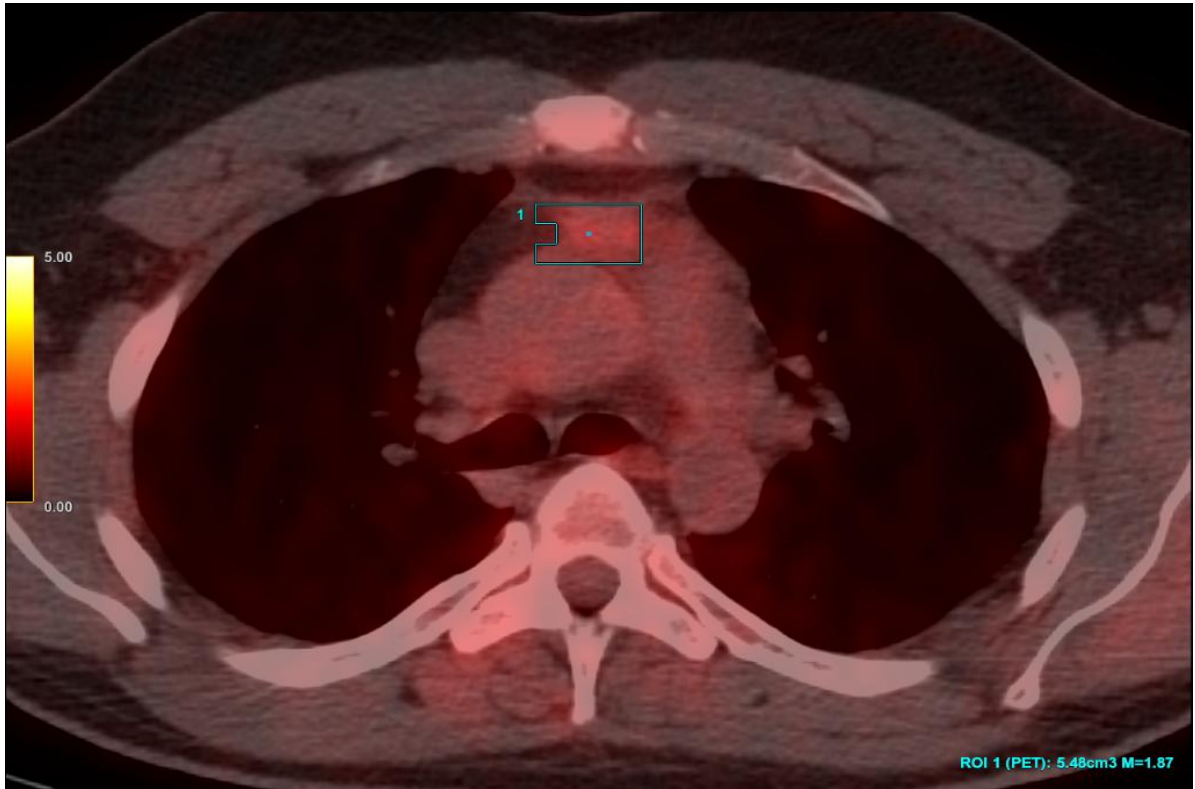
ДВКЛ. II ст. ПЭТ/КТ. Конгломерат в переднем верхнем средостении. ХТ в режиме R-СНОР. ЛТ после лечения. MTV = 5,48 см³.
